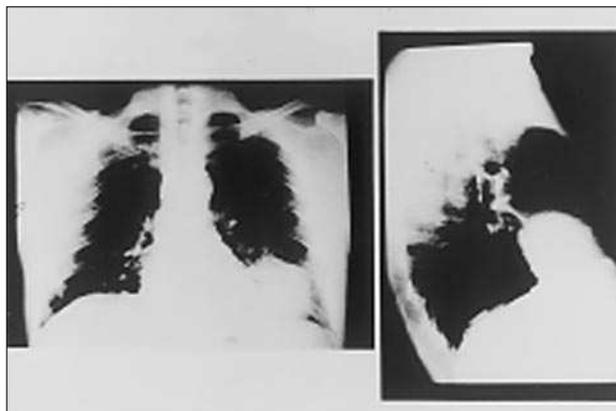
Radiografía simple de tórax en proyección anteroposterior y lateral en la que se visualiza un tumor paracardíaco izquierdo que correspondía a quiste pericárdico.
